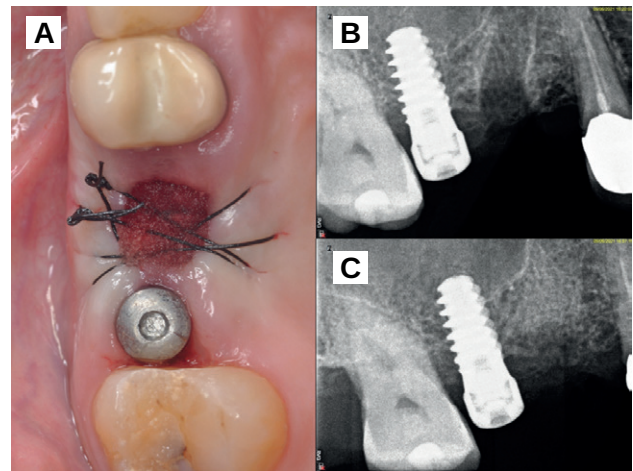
A. Aspecto clínico del alveolo tras la sutura. B. Radiografía periapical postextracción del 1.5 C. Radiografía periapical en el postoperatorio inmediato para comprobar la colocación del biomaterial.
